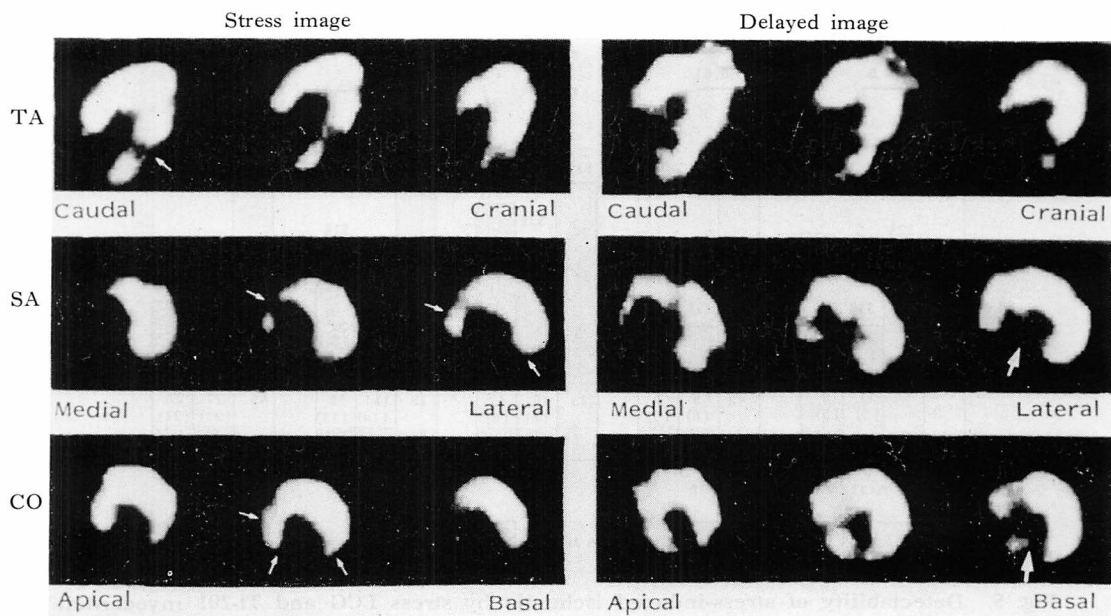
SPECT images from a 51 year-old male with inferior myocardial infarction.
